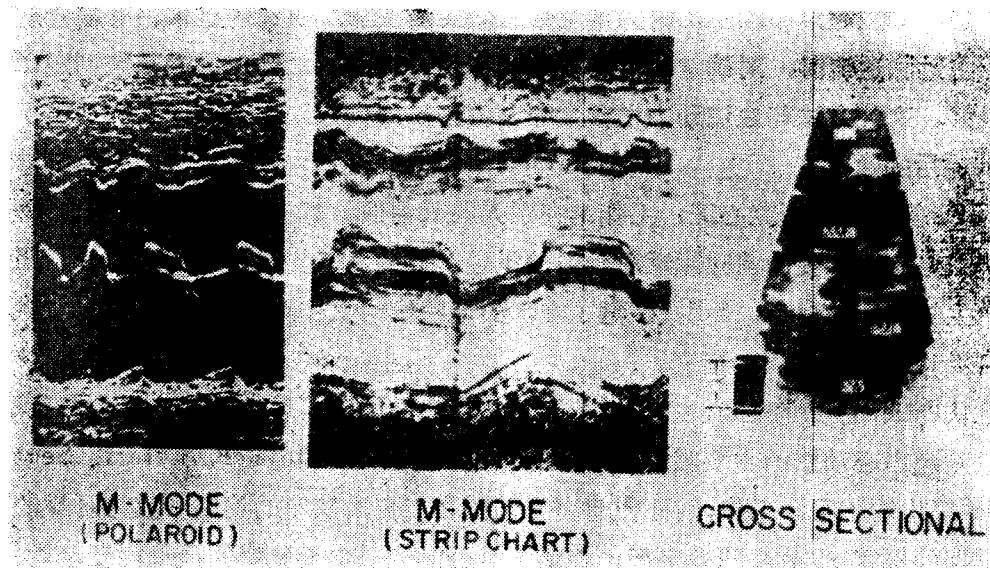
曾用于检查二尖瓣狭窄的超声技术发展概要。左图是用波拉罗伊德照相机作记录取自二尖瓣前叶基底部的图像。中图是以超声接收器与条形图记录带相连取得的二尖瓣前、后叶图像。右图是以机械扇形扫描器垂直地对向左室长轴取得的二尖瓣狭窄切面二维图像。M-mode(M型), Polaroid (波拉罗伊德照相机), strip chart(条形图), cross sectional(切面的)。
